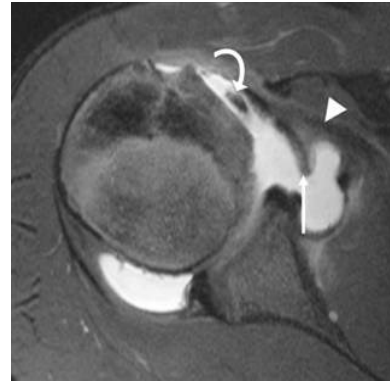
Axiale T1 MRT Arthrographie eines 13-jährigen Jungen zeigt eine Avulsionsfraktur des gesamten Tuberculum minus samt der medialen Wand des Sulcus intertubercularis, das Avulsionsfragment ist nach medial diloziert (Pfeil), die LBT (geschwungener Pfeil) ist ebenfalls nach medial disloziert, die SSC zeigt sich unauffällig (Pfeilkopf) (129)
